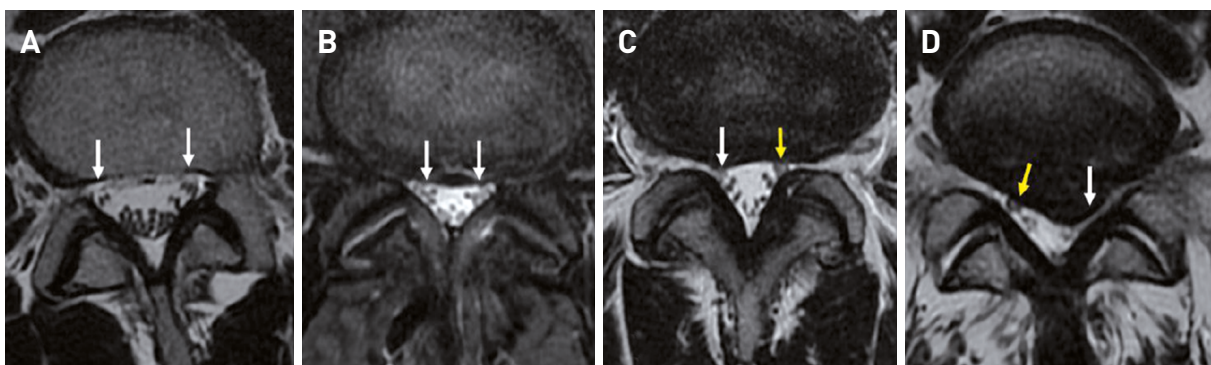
RM de columna lumbar con secuencias axiales potenciadas en T2 FSE (A, C y D) y STIR (B).
